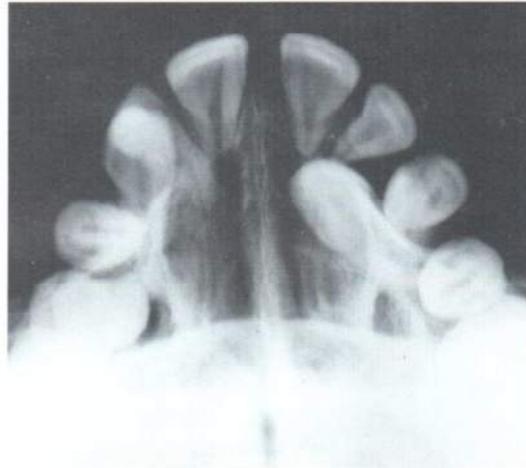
Esame radiografico occlusale
